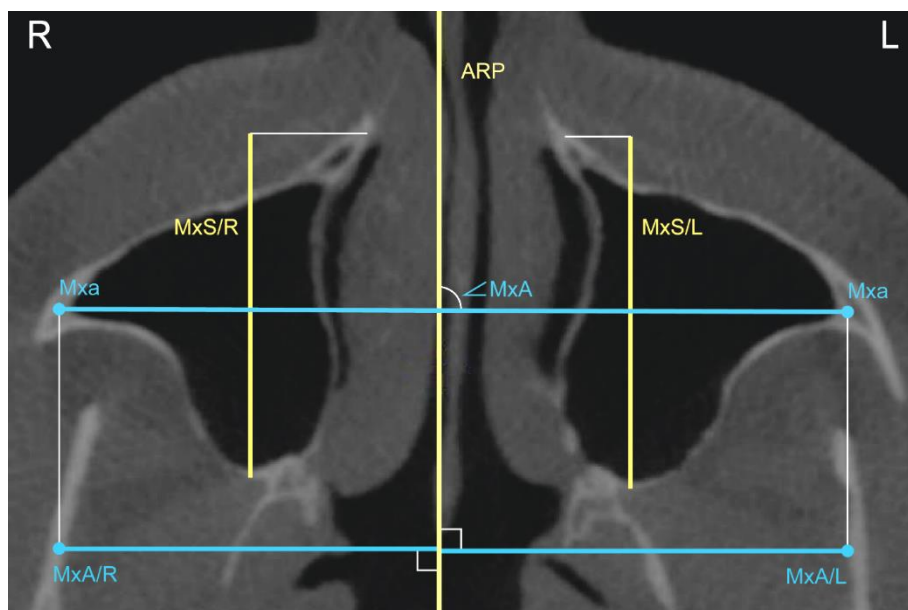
КЛК-томограмма в аксиальной проекции на уровне скуловерхнечелюстного шва: референтная линия MRP; сагиттальные (MxS), трансверсальные размеры (MxA) и параметры (угол MxA); L – левая сторона; R – правая сторона
